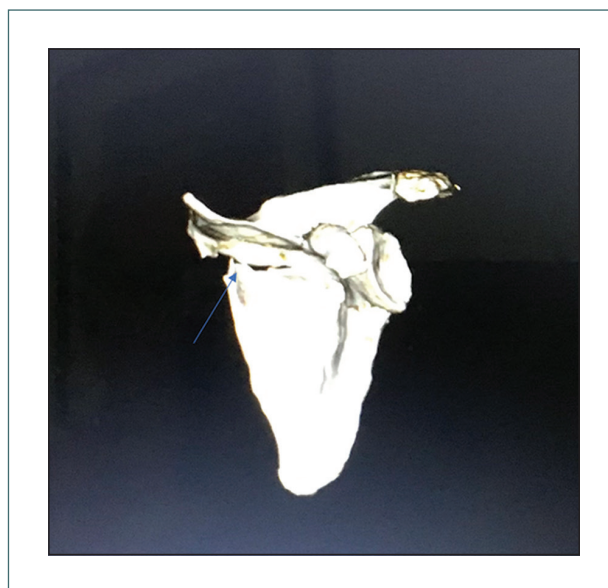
Tomografía computarizada del hombro izquierdo, visión 3D, que muestra una fractura centrada en el cuerpo de la escápula izquierda (flecha). No se observan imágenes de fractura que afecten a la cavidad glenoidea.
